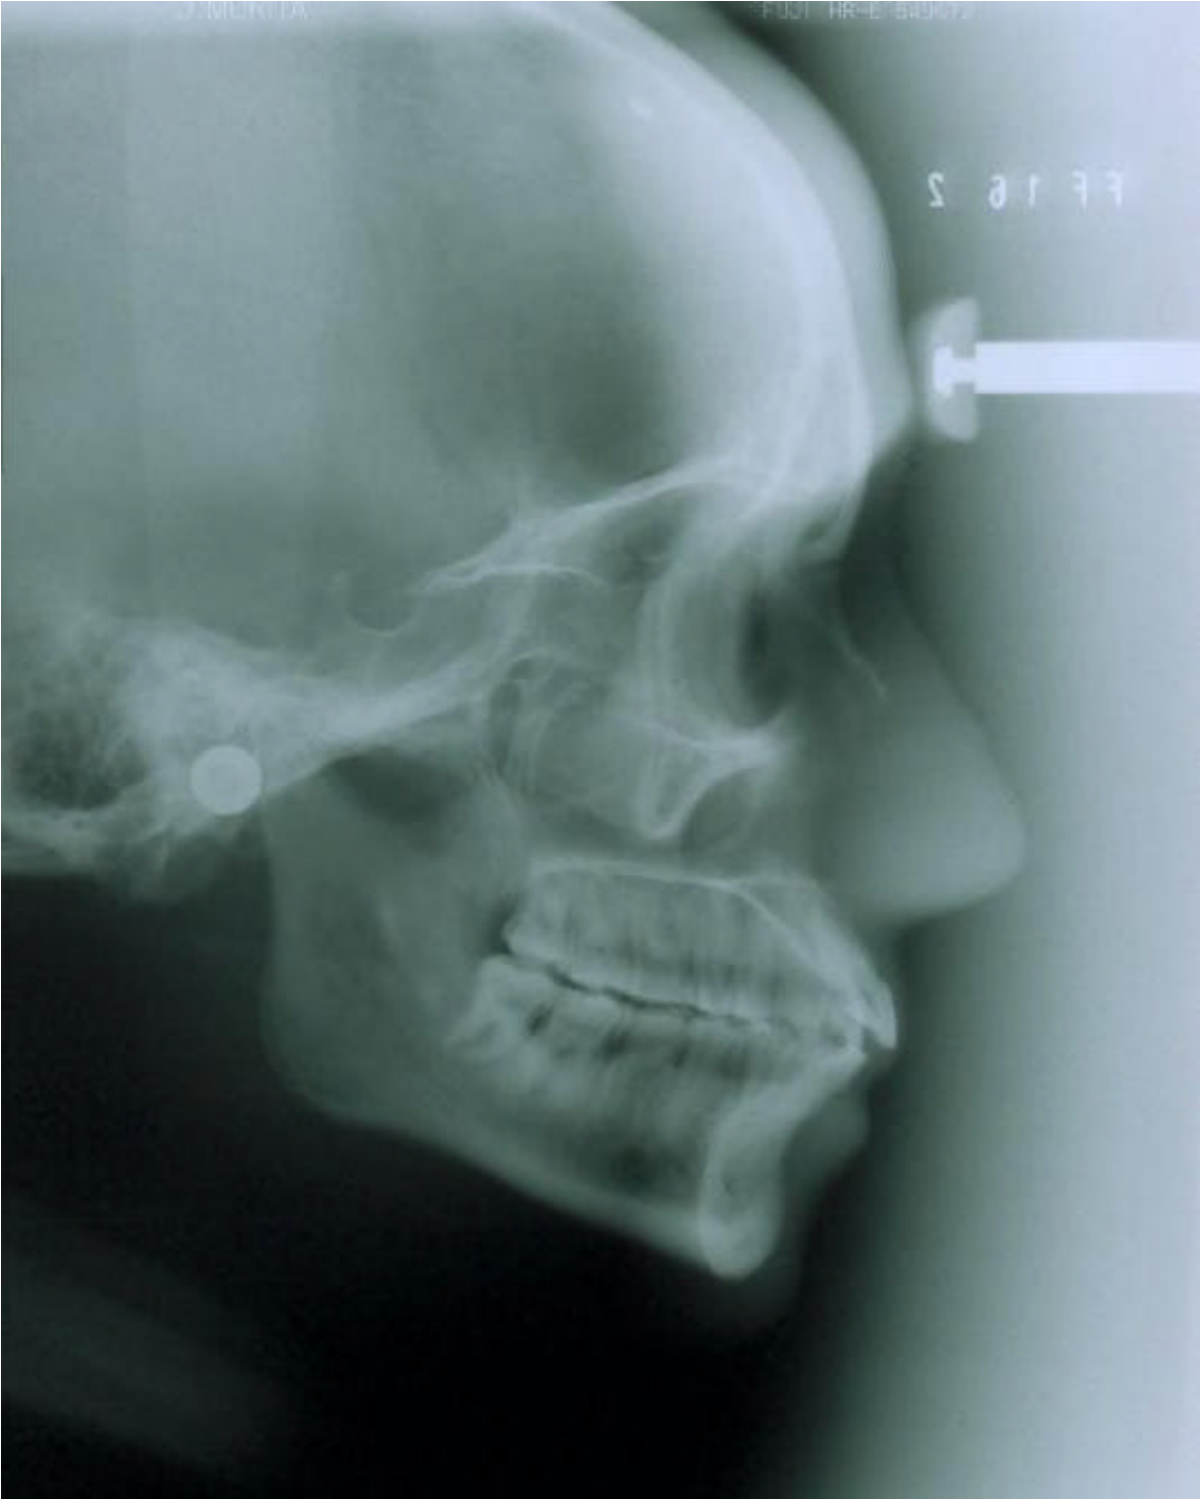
Telerradiografia em norma lateral
